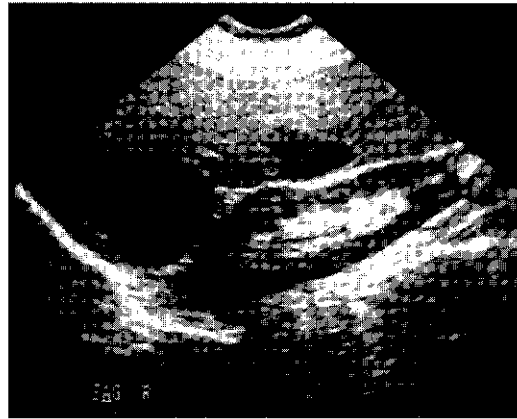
Ecografía que muestra un pequeño quiste congénito del lóbulo derecho del hígado. Este paciente no presentaba síntomas vinculados con el quiste.
